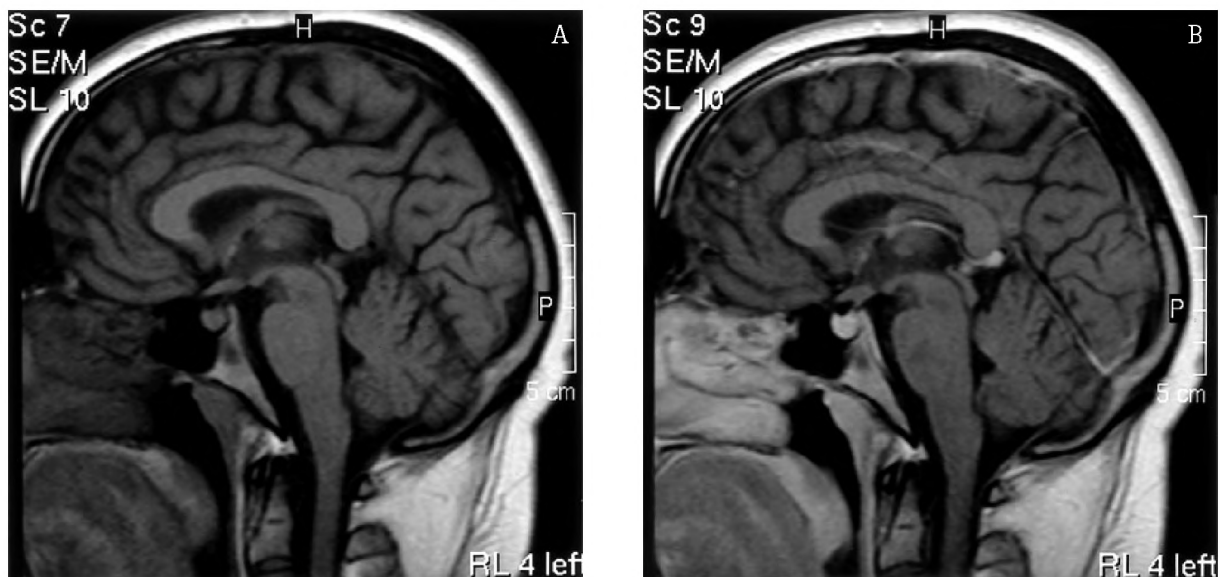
MRI performed on November 6, 2003: a), b) complete infiltrative lesion regression in suprasellar region and in the brain stem. Pre- and post-contrast SE/T1 sequences, sagittal cross-section.
